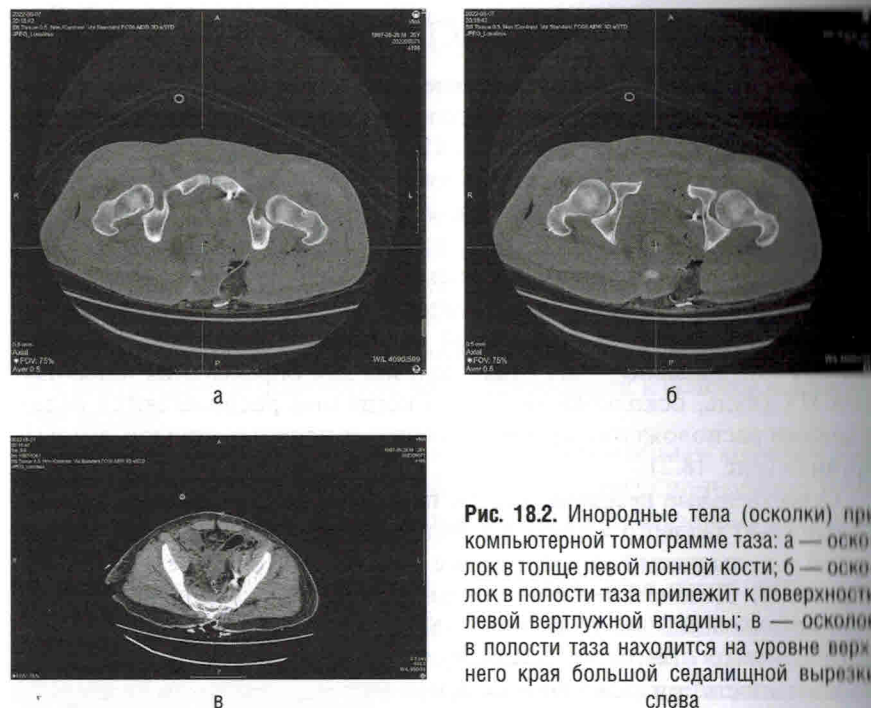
Инородные тела (осколки) при компьютерной томограмме таза: а — осколок в толще левой лонной кости; б — осколок в полости таза прилежит к поверхности левой вертлужной впадины; в — осколок в полости таза находится на уровне верхнего края большой седалищной вырезки слева
